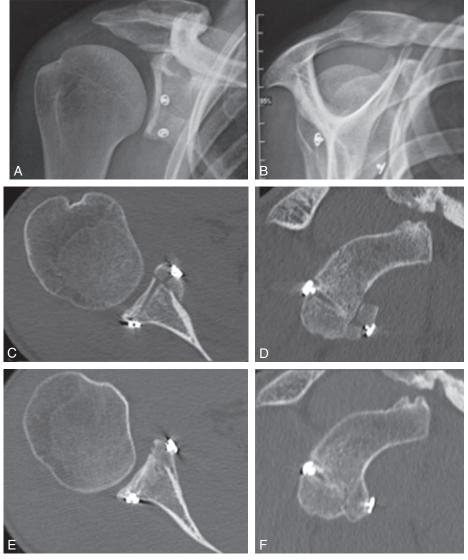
Imagerie après technique de butée associée à un Bankart sous arthroscopie. Fixation par un double bouton spécifique. a, b. Radiographies à 15 jours postopératoires. c, d. Scanner à 15 jours postopératoires. e, f. Scanner à 6 mois postopératoires (même patient sur toutes les images). Noter le remodelage osseux sur les clichés tardifs (loi de Wolf).
